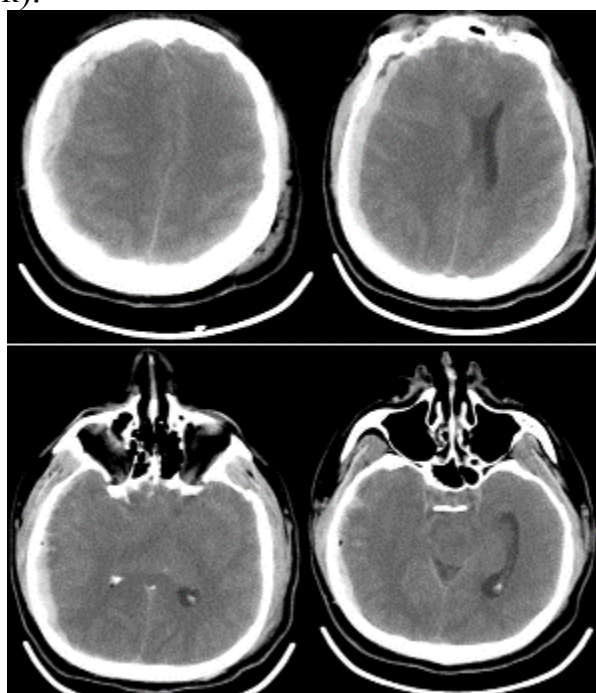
КТ головного мозга пациента К., 42 года
